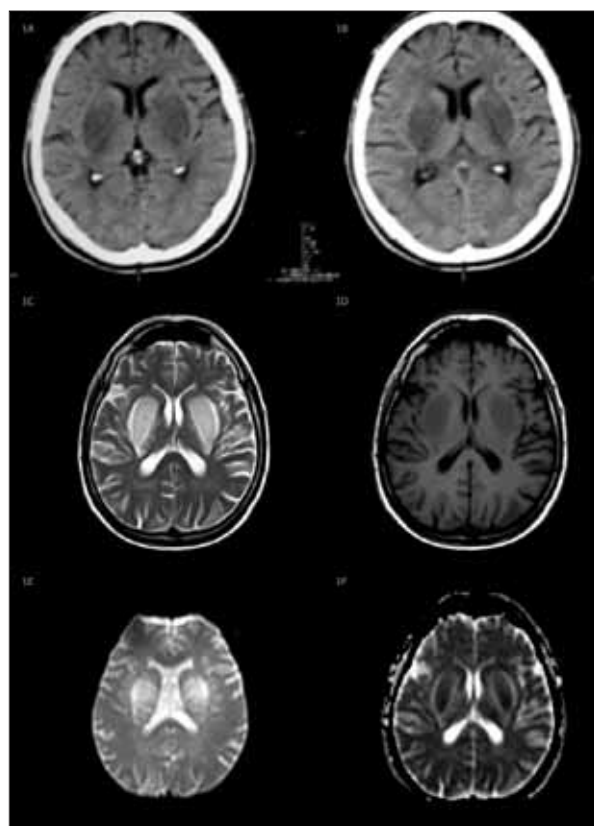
Caso 1. Envolvimento dos gânglios da base, hipodensidade na TC-CE (1A, 1B); RM-CE, hipossinal em T1 (1D)/mapa ADC (1F) e hipersinal em T2(1C)/DP(1E).
